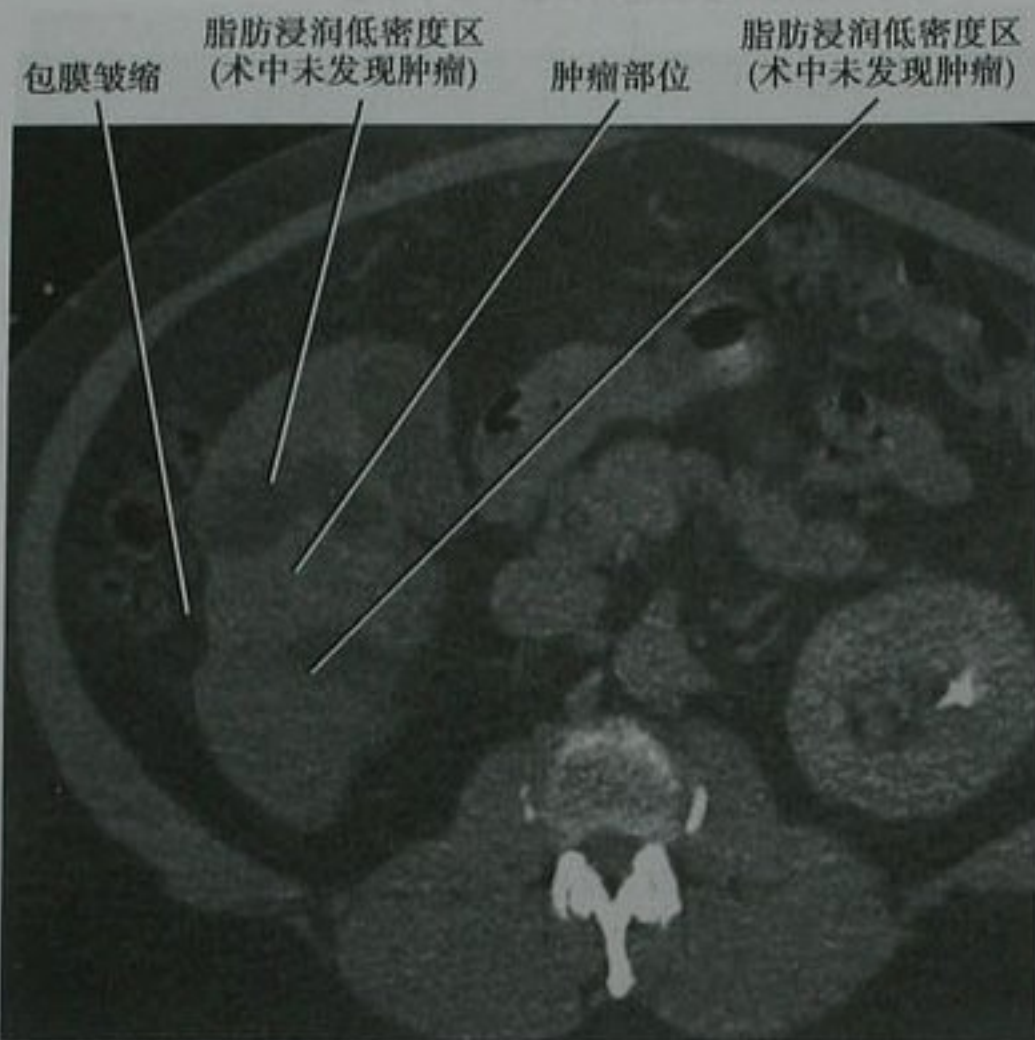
周围型胆管细胞癌患者的肝脏下部平扫轴位 CT 图像。注意肿瘤邻近区域的脂肪浸润,可能是肿瘤周围血流动力学改变的结果
